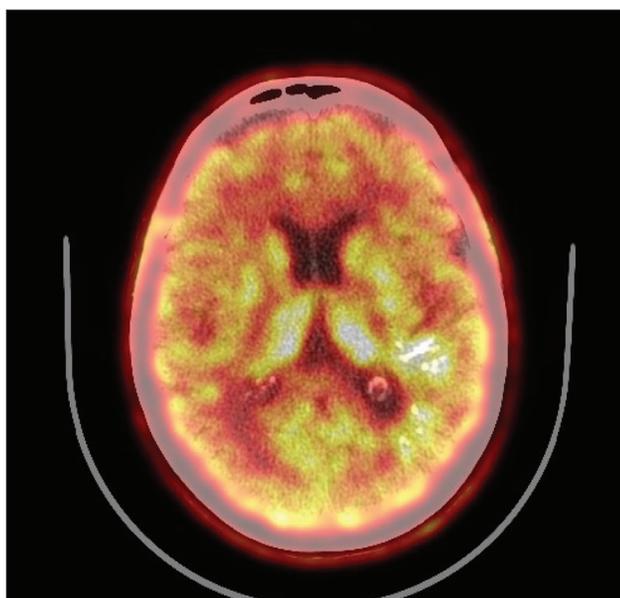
Пациентка Г. ПЭТ-КТ с C^{11} -метионином через 18 мес после протонной терапии. Уменьшение размеров метаболически активной ткани опухоли до 45×30×24 мм, ИН=1,6
